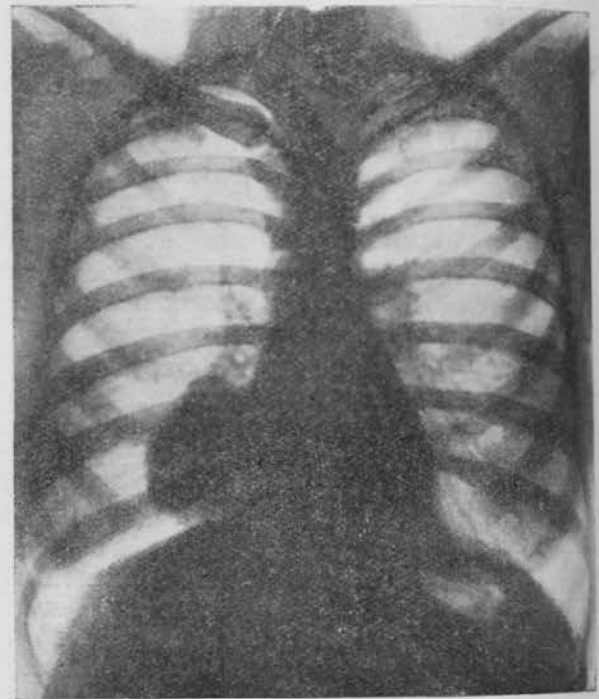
Radiografía tomada el 25-VII-47. Obsérvese la imagen del quiste en base pulmonar derecha.
